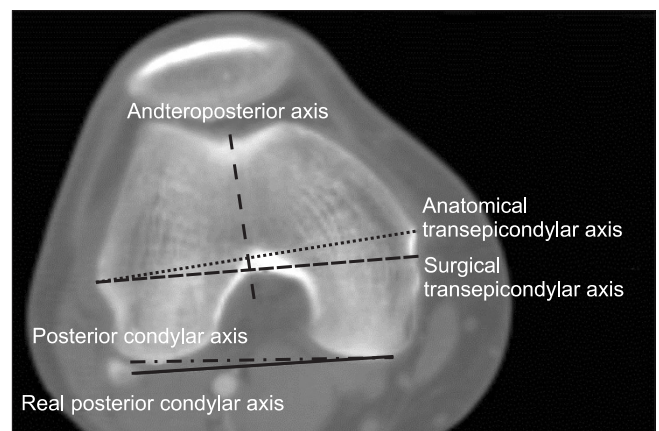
Construct of the reference axes on axial computed tomographic scan of the distal femoral condyle is shown.
